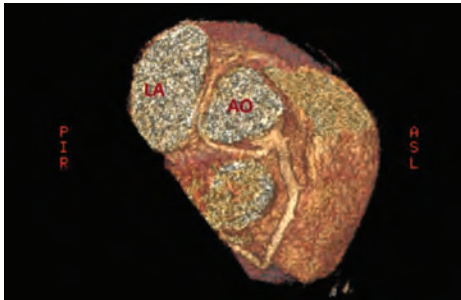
3D tomography image: Right sinus of valsalva originated left main coronary artery LA:Left Atrium AO: Aorta.
